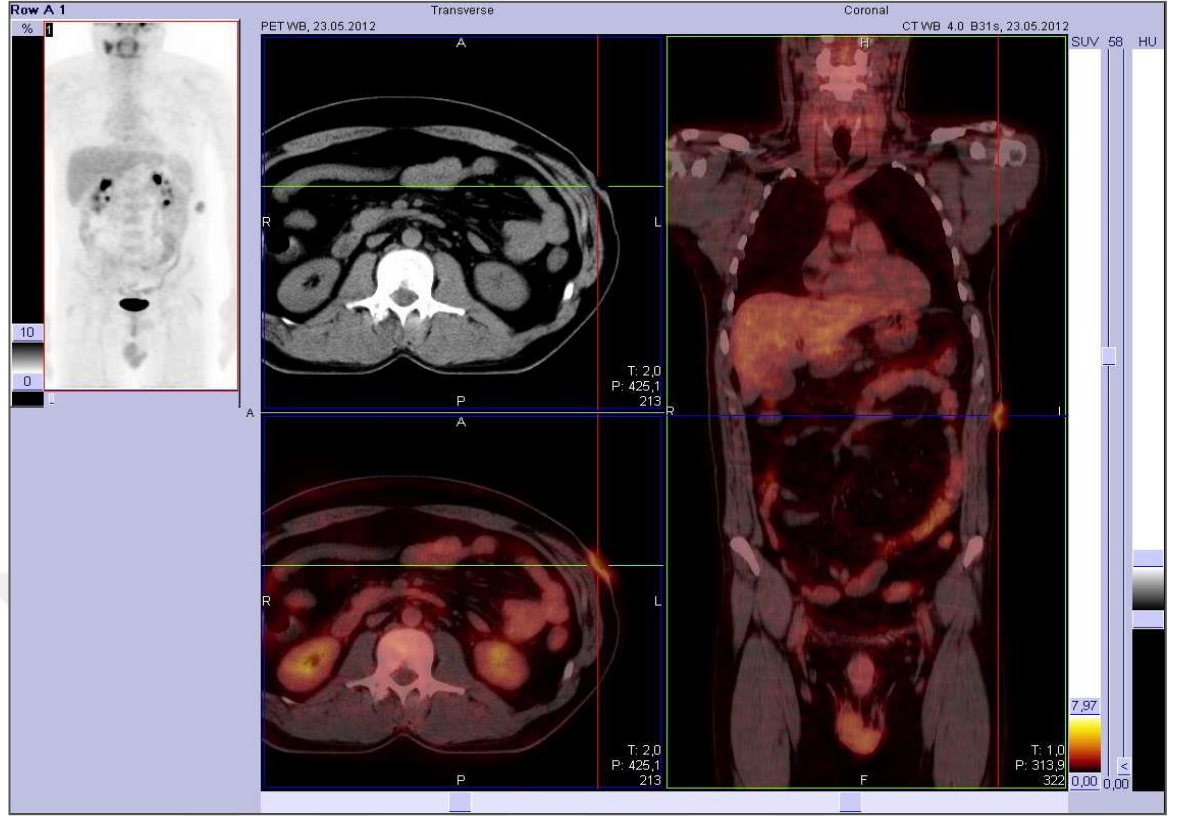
Diffüz B Hücreli Lenfoma PET/CT görüntüsü
